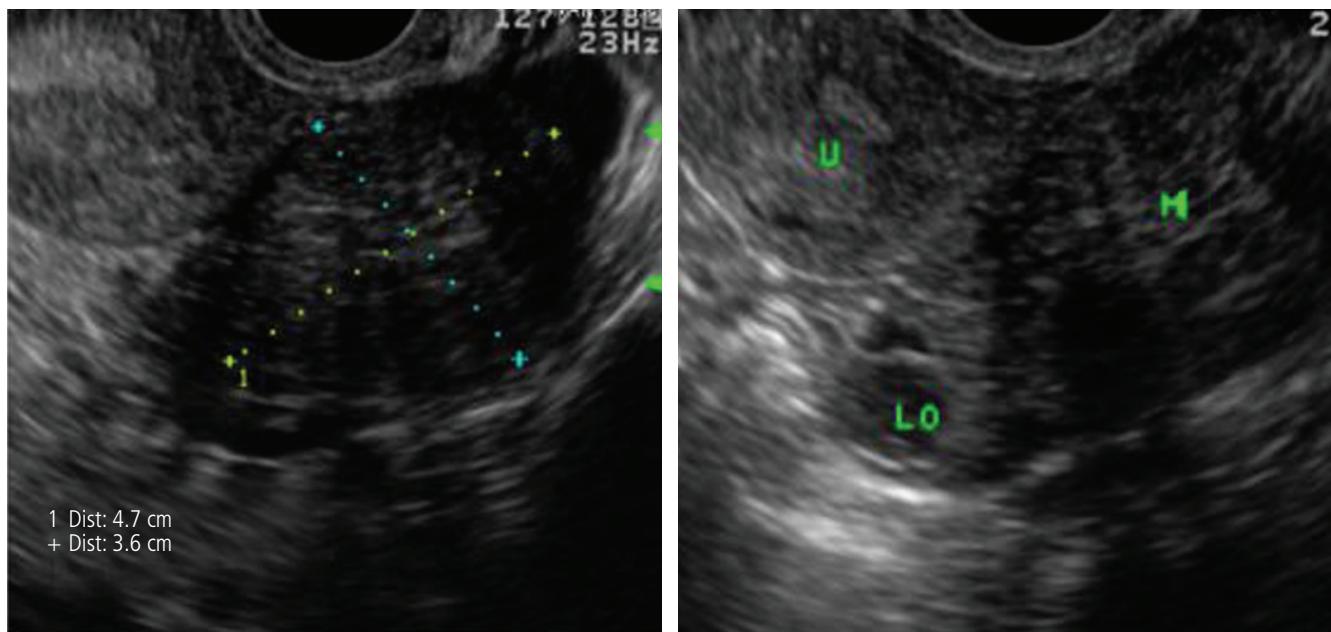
Findings of transvaginal ultrasound. About 4.7×3.6 cm sized low mixed echo solid mass was noted in left ovary. U, uterus; LO, left ovary; M, mass.
